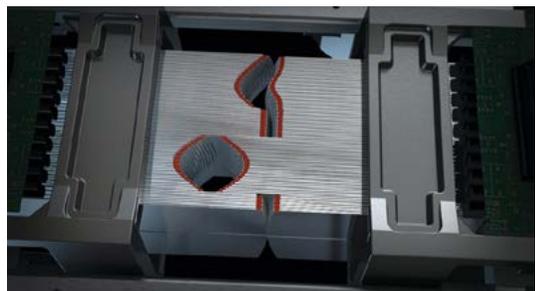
MLCの構造。X線ビームは上から下へ照射される際にMLCで形を形成される
